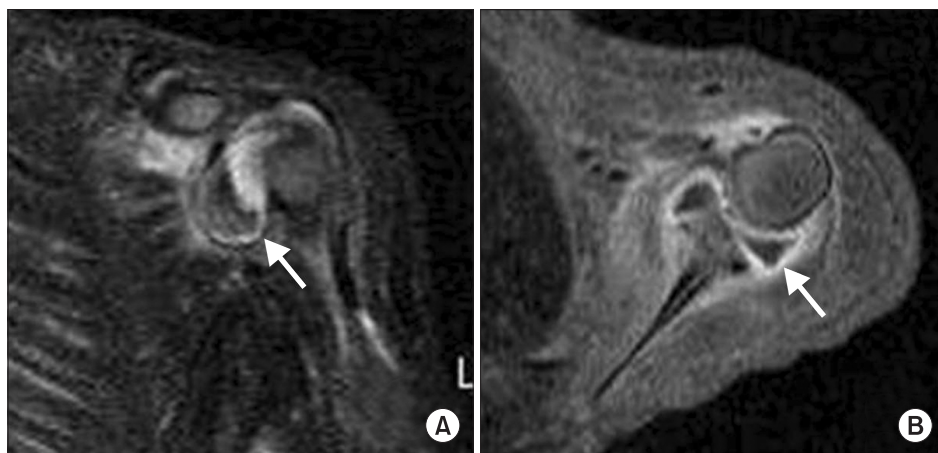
T2 fat suppression coronal (A) and enhanced T1 fat suppression axial (B) MR images show pus pocket (arrow) with synovial hypertrophy and high signal change around muscle.
